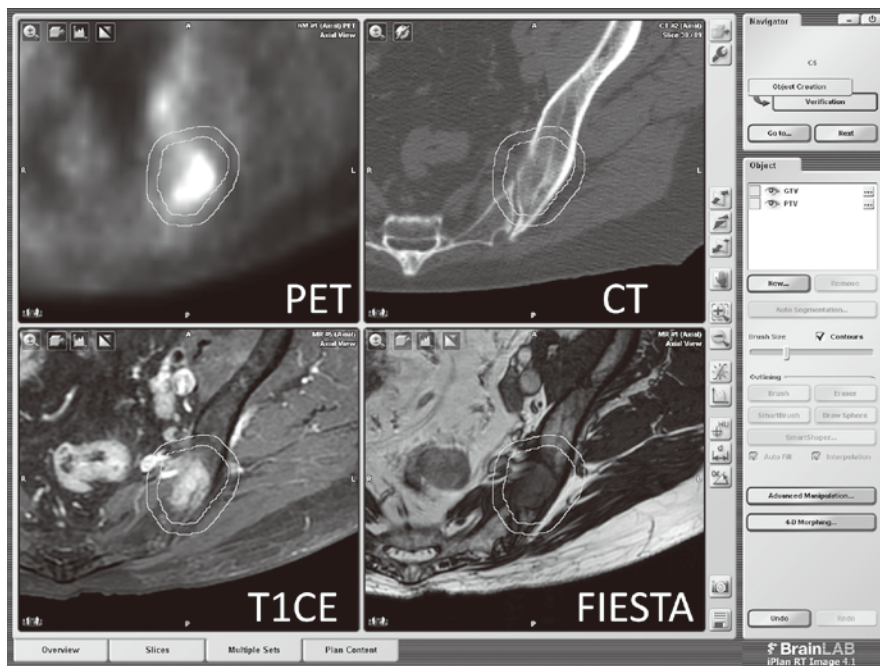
PET画像などマルチモダリティを用いた標的体積の決定
